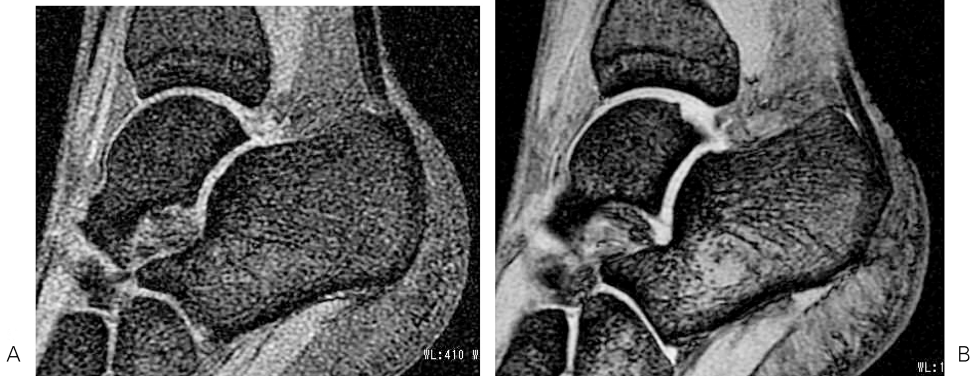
Sagittal gradient-echo images with head coil of a healthy volunteer obtained at 1.5T MRI (A) and 3T MRI (B). The visibility of the calcaneal bone trabeculae, articular cartilage, and plantar aponeurosis is better in B than in A.
